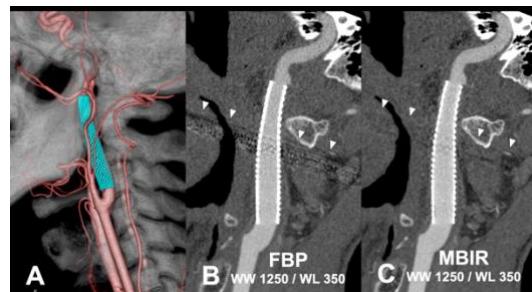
頸動脈ステント留置術 (CAS) 後のステント内腔評価における高精細 CT の有用性
